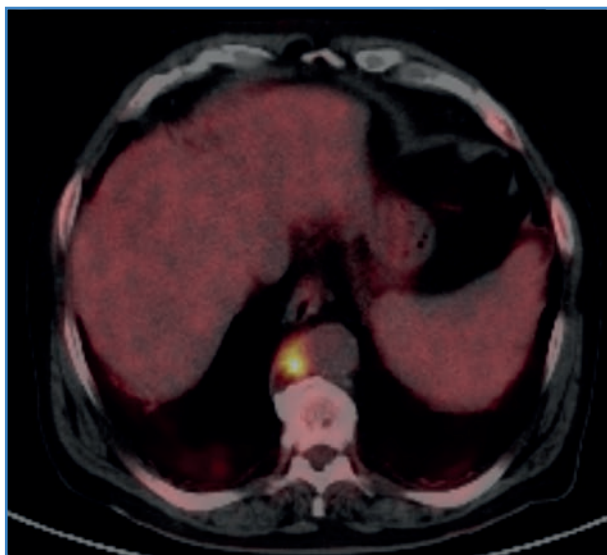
Corte axial PET-TC-FDG torácico a los 24 meses. Disminución metabólica del marcador.
